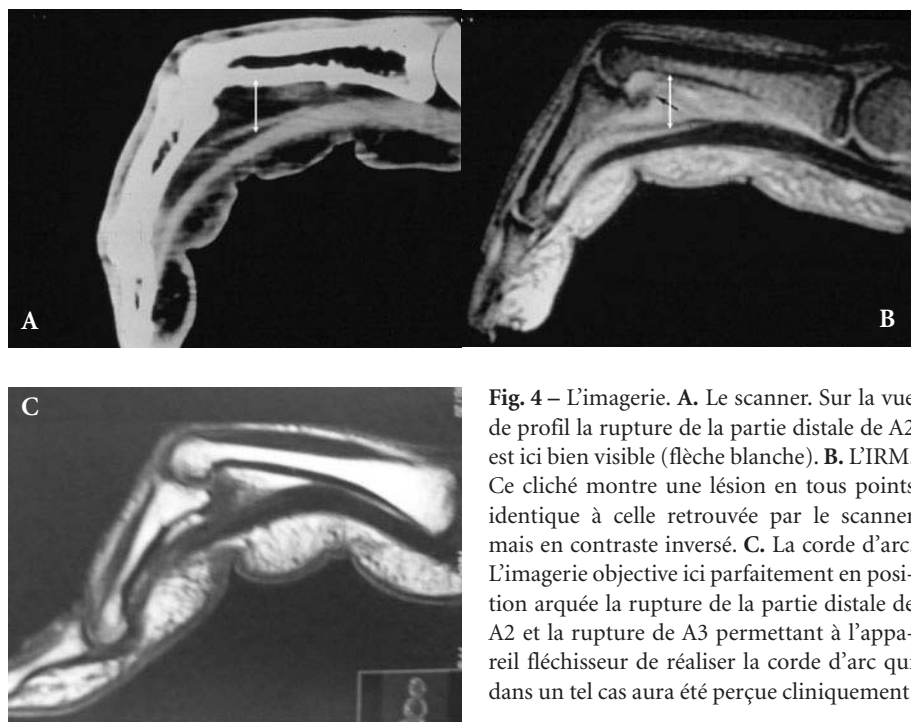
L'imagerie. A. Le scanner. Sur la vue de profil la rupture de la partie distale de A2 est ici bien visible (flèche blanche). B. L'IRM. Ce cliché montre une lésion en tous points identique à celle retrouvée par le scanner mais en contraste inversé. C. La corde d'arc. L'imagerie objective ici parfaitement en position arquée la rupture de la partie distale de A2 et la rupture de A3 permettant à l'appareil fléchisseur de réaliser la corde d'arc qui dans un tel cas aura été perçue cliniquement.
